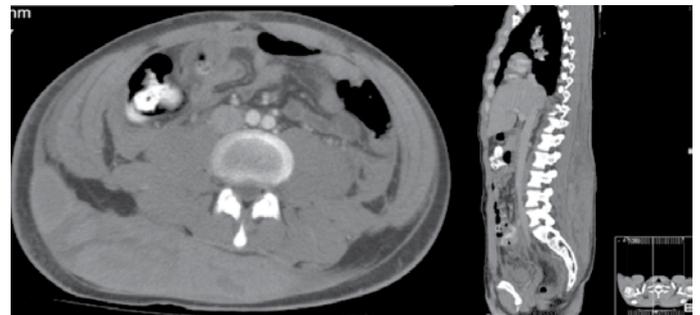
TAC – observa-se densificação e edema dos planos tecidulares dorsolombares e região nadegueira direita, com volumoso hematoma medindo.
